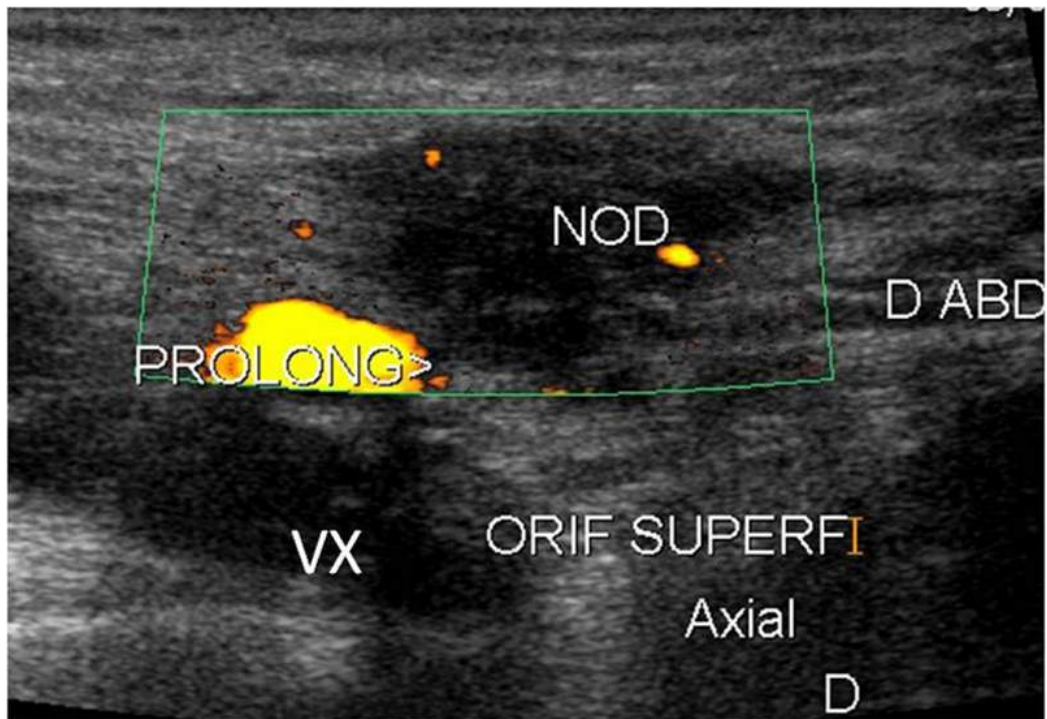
Endométriome inguinal droit. Femme de 34 ans, nodule douloureux. Coupe axiale avec Doppler énergie et coupe sagittale.
